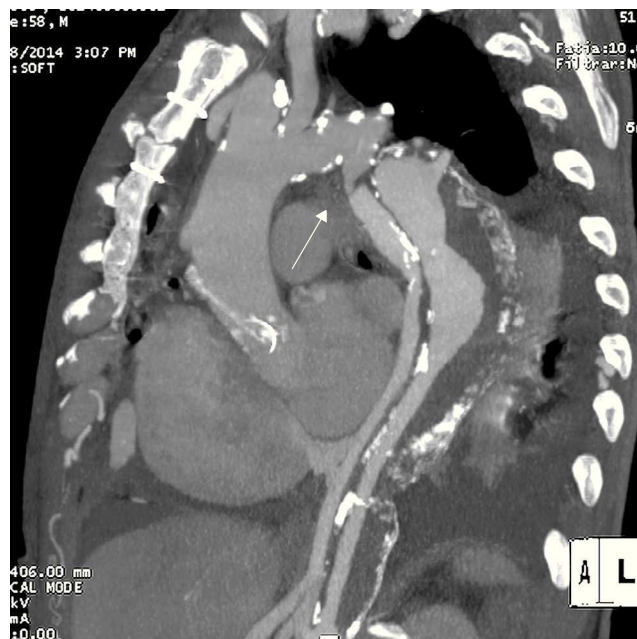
Imagem de coartação grave da aorta (angio-TC).
